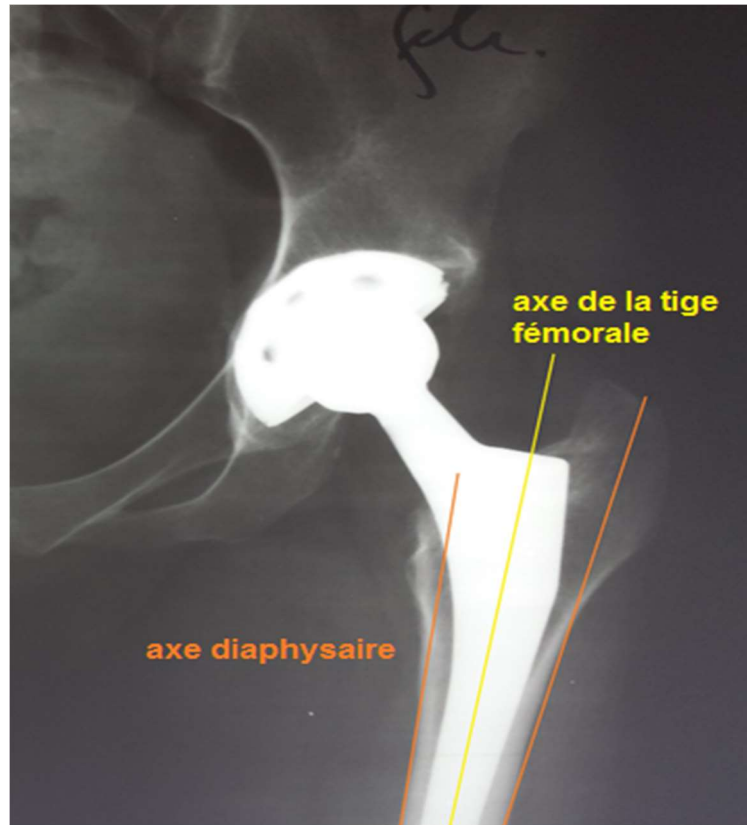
radiographie de la hanche gauche de face d'une prothèse avec une tige axée
